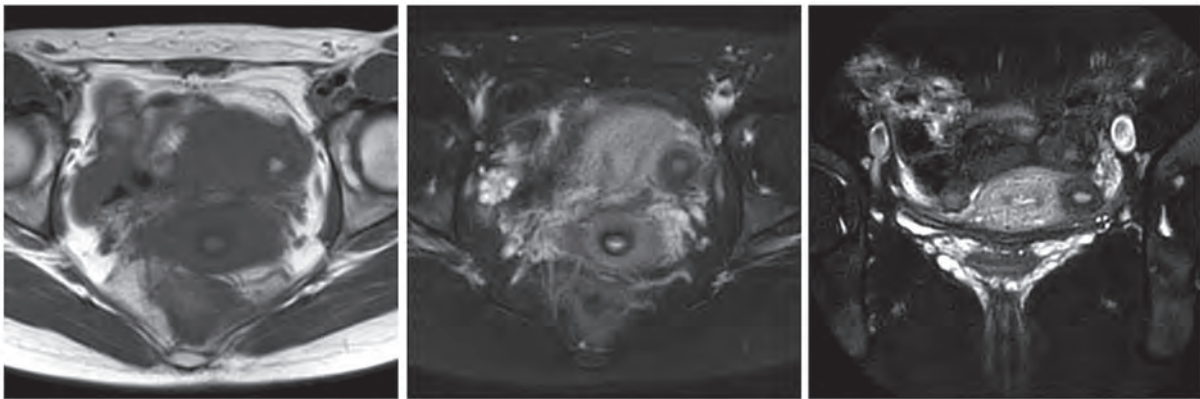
MRI 軸位断像 (左・中央) と斜冠状断像 (右)
